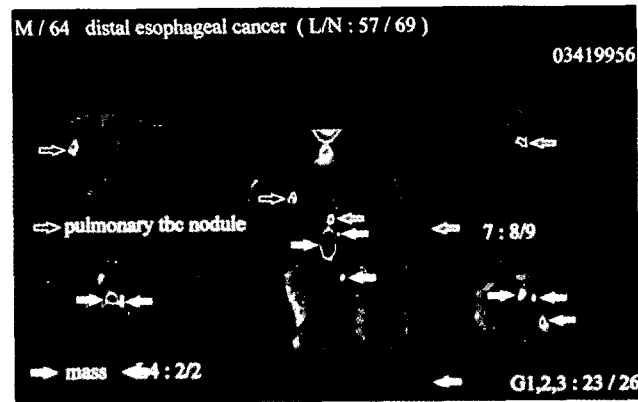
FDG-PET scan image of 64-year-old man with distal esophageal cancer and pulmonary tuberculosis. FDG-PET shows abnormal increased activity in right upper lobe due to pulmonary tuberculosis.
